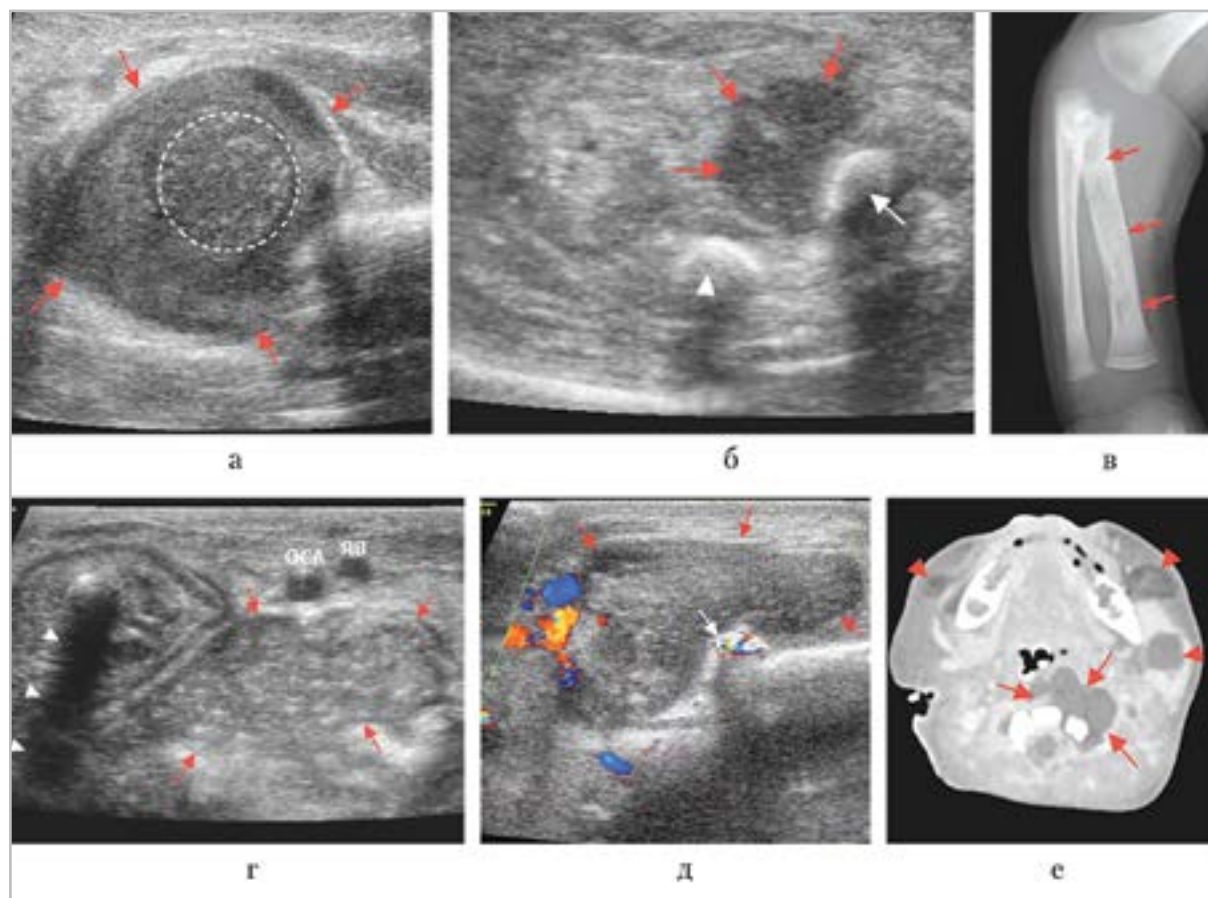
Третье исследование через 4 сут после поступления: ОСА — общая сонная артерия; ЯВ — яремная вена; а — УЗИ, латеральный скан слева в области тазобедренного сустава, гной (красные стрелки) вокруг головки левой бедренной кости; б — УЗИ, поперечный скан верхней трети левого предплечья: параоссальное скопление гноя (красные стрелки) вокруг лучевой (белая стрелка) и локтевой (короткая белая стрелка) костей; в — рентгенограмма левого предплечья: тотальное остеомиелитическое поражение лучевой кости (стрелки); г — УЗИ, поперечный скан высоко на шее (красные стрелки — глубокий абсцесс шеи, белые короткие стрелки — акустическая тень от интубационной трубки); д — УЗИ, цветное доплеровское исследование в левой околоушножевательной области (красные стрелки — границы абсцесса, белые стрелки — отдельный костный фрагмент с мерцающим артефактом от него); е — компьютерная томография, аксиальный срез (красные стрелки — глубокий абсцесс шеи, короткие красные стрелки — абсцессы в околоушножевательных областях)
